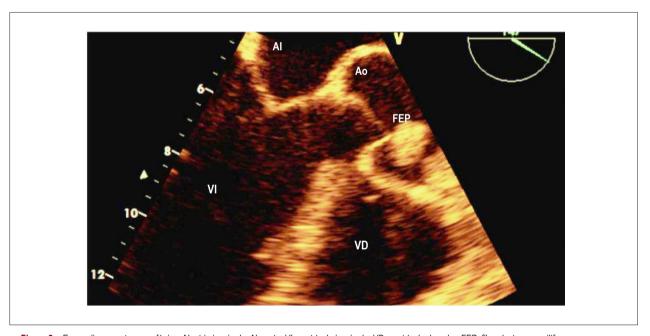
Ecocardiograma transesofágico. Al: atrio izquierdo; Al: aorta; VI: ventrículo izquierdo; VD: ventrículo derecho; FEP: fibroelastoma papilífero.
